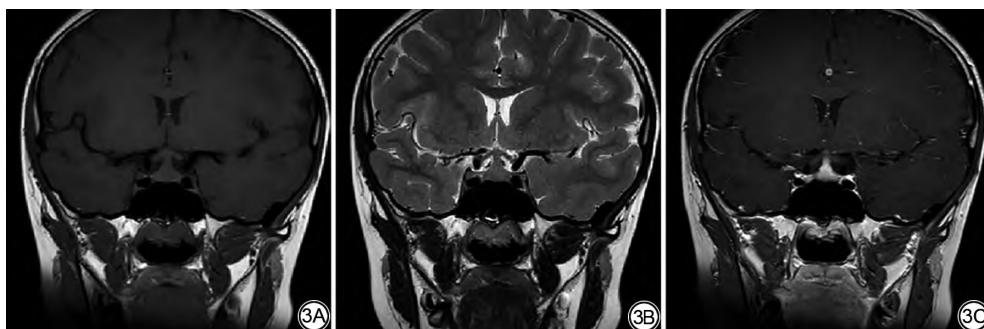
女,49岁,MRI显示垂体体积增大,局部膨隆,垂体柄增粗,增强扫描病灶呈明显强化,强化较均匀,病灶较大截面约15 mm $\times$ 10 mm,视交叉略受压。结合患者抗肿瘤治疗病史,考虑ICIs-相关垂体炎。ICIs:免疫检查点抑制剂。
